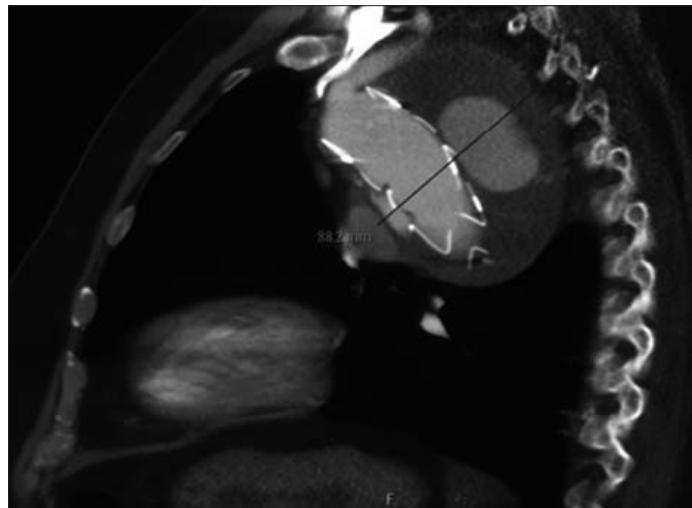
Tomografía axial computarizada con contraste intravenoso de la aorta torácica descendente, que muestra un aneurisma de aorta torácica descendente de 88 mm de diámetro máximo y extravasación de contraste en el saco aneurismático, lo cual se corresponde con una fuga tipo I proximal y distal.
